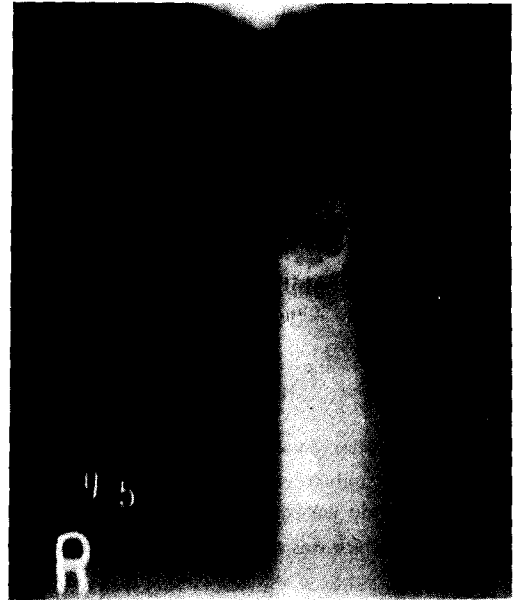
Linear tomographic roentgenogram shows destruction of sternum and associated soft tissue mass shadow.
